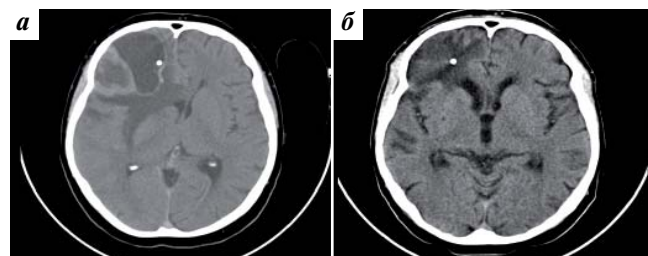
Динамический МРТ-контроль после имплантации резервуара Оммайя в кистозный компонент поверхностно расположенного метастаза в правой лобной доле: а) первые сутки после имплантации резервуара Оммайя; б) через 3 нед после имплантации резервуара Оммайя
